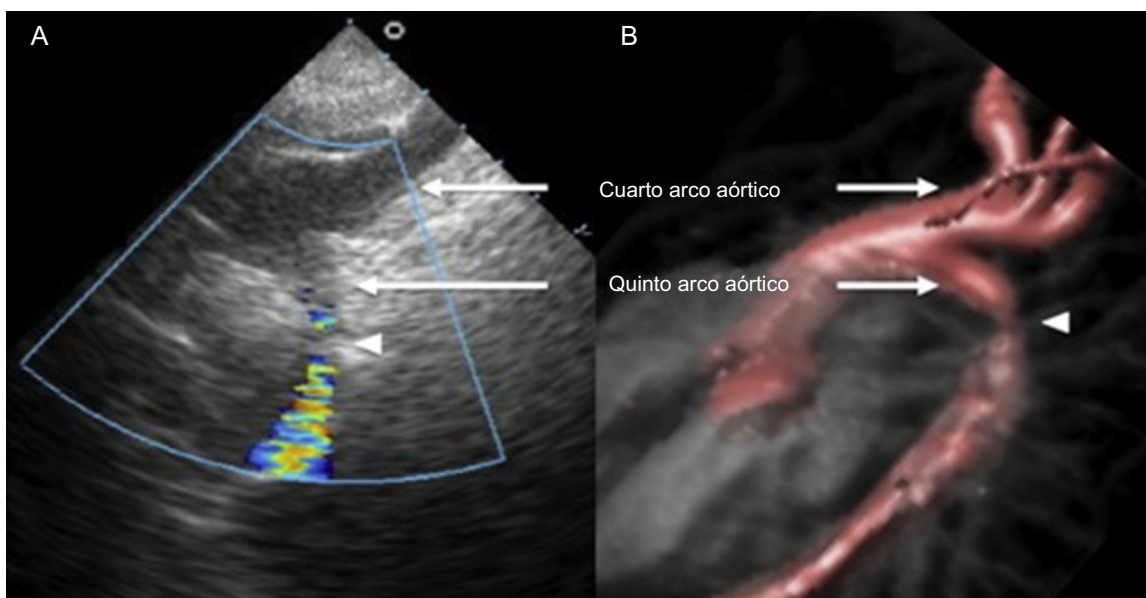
A: ecocardiografía bidimensional. B: resonancia magnética cardíaca. Arco aórtico con doble lumen. Arco transverso superior del cual salen los grandes vasos del cuello (cuarto arco aórtico) y arco transverso inferior (quinto arco aórtico persistente) con coartación aórtica (punta de flecha).
